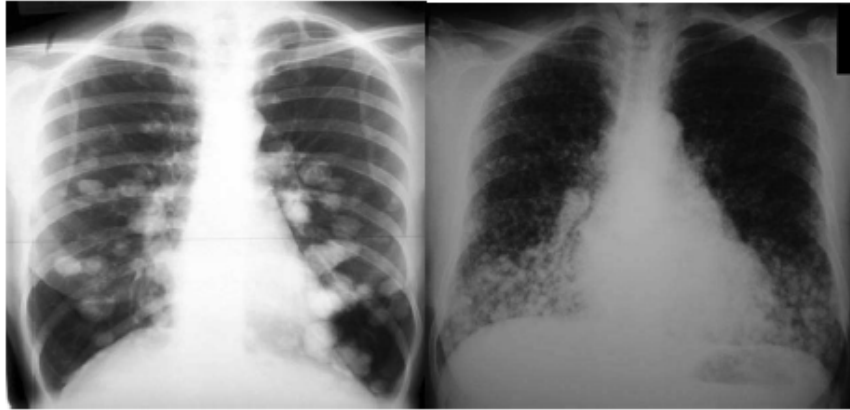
Radiographies pulmonaires montrant : des nodules pulmonaires multiples bilatéraux (à gauche) ; des images réticulo-micronodulaires sur les deux champs pulmonaires (à droite). (47)
